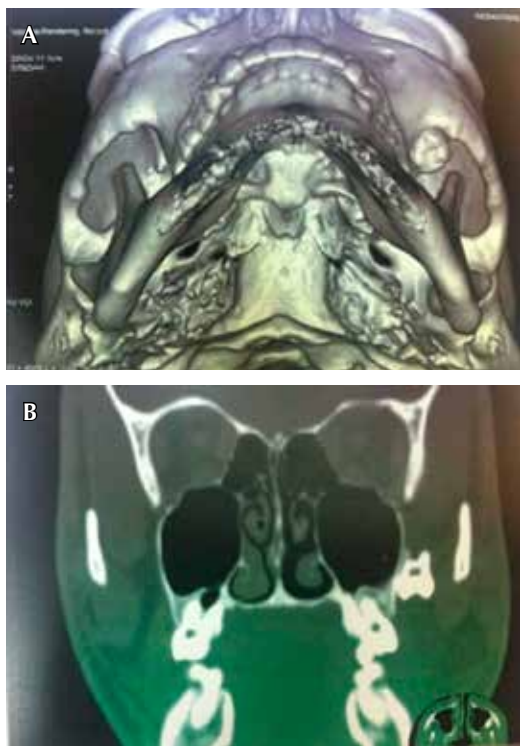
Tomografía computarizada 3D, la cual demuestra la ubicación exacta del molar desplazado hacia la fosa infratemporal detrás de la apófisis cigomática.
